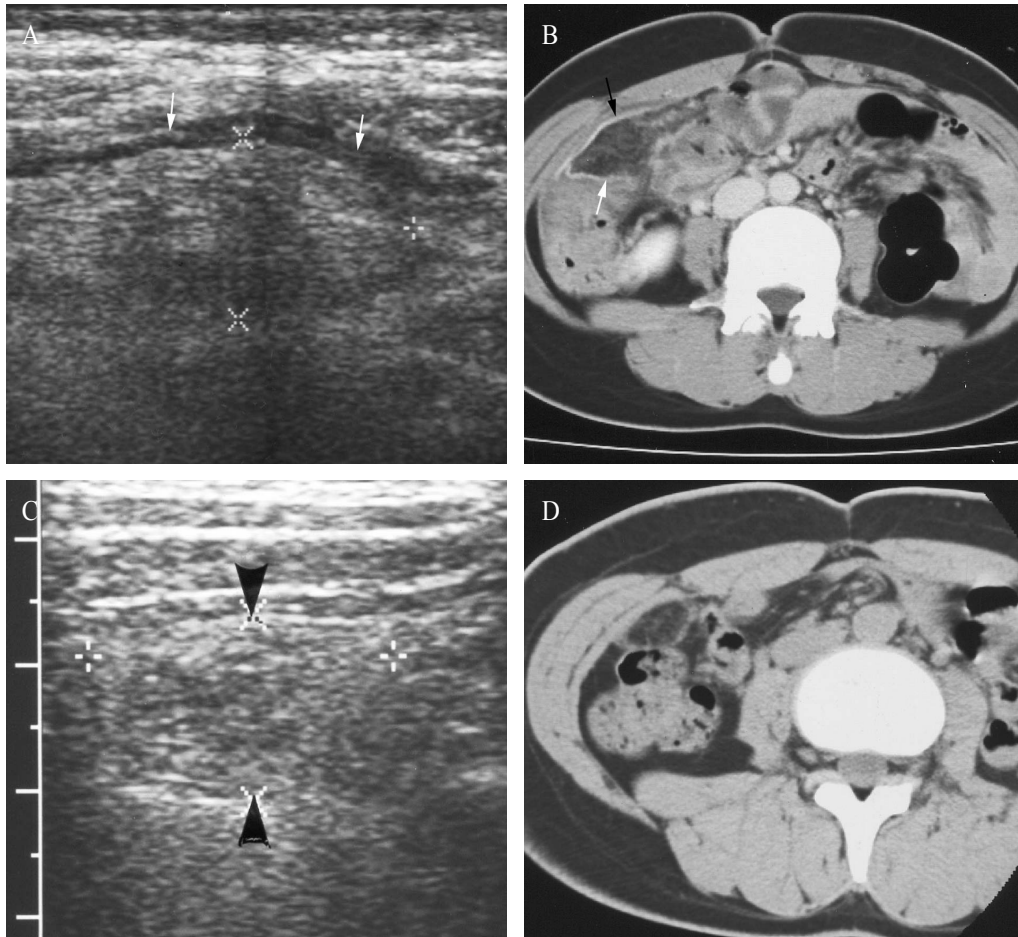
A 27-year-old woman with segmental omental infarction. (A) Transverse ultrasonographic imaging shows a 5.2 x 2.1 cm homogeneous, hyperechoic mass (calipers) located under the abdominal wall in the right lower abdomen. A thick hypoechoic rim (arrows) is present around the mass. (B) Corresponding CT scan shows the fatty nature of this mass delineated with hyperattenuating rim (white arrow) and thickened parietal peritoneum (black arrow) and containing dot-like densities. (C, D) Follow-up ultrasonography (C) and CT (D) images 9 weeks later show decrease of the size, and echogenicity or attenuation of this mass.
